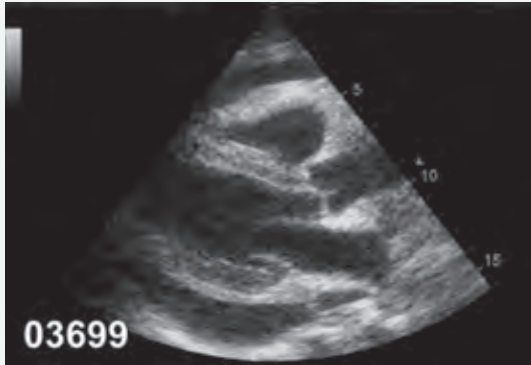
Paciente de 33 años con anomalía de Ebstein. Ecocardiografía 4 cámaras. A: implantación baja de la válvula tricúspide con “atrialización” del VD, que está aumentado de tamaño; B: en la RM del mismo paciente, eje corto; C: 4 cámaras; D: eje largo del VD. Se ve también el desplazamiento ventricular de la válvula (*flechas*) con gran dilatación del ventrículo atrializado.
